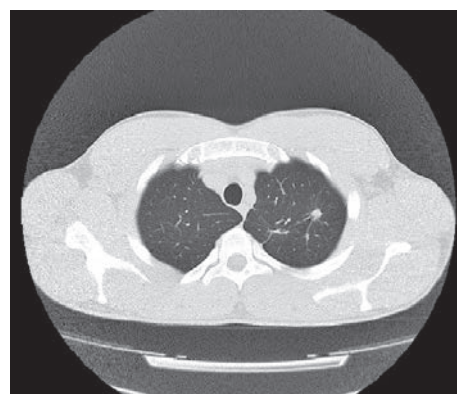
КТ легень через 6 та 12 місяців після завершення лікування (рубці та щільне вогнище у верхній частці лівої легені)
